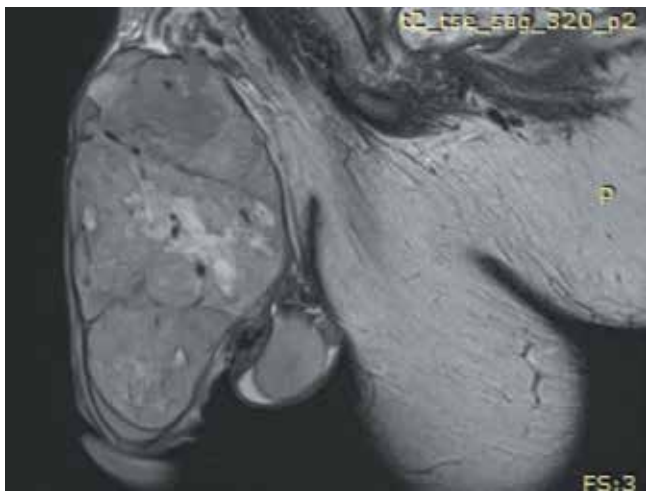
Сагиттальная магнитно-резонансная томограмма в T2-режиме: выявлено образование, деформирующее кавернозные тела
